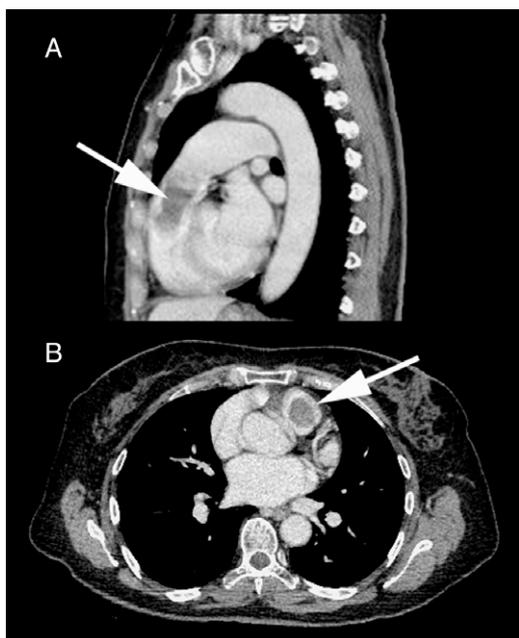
Tomografía axial computarizada con contraste. A. Corte sagital. B. Corte transversal. Se aprecia tumoración que ocupa el tracto de salida del ventrículo derecho (flechas).
